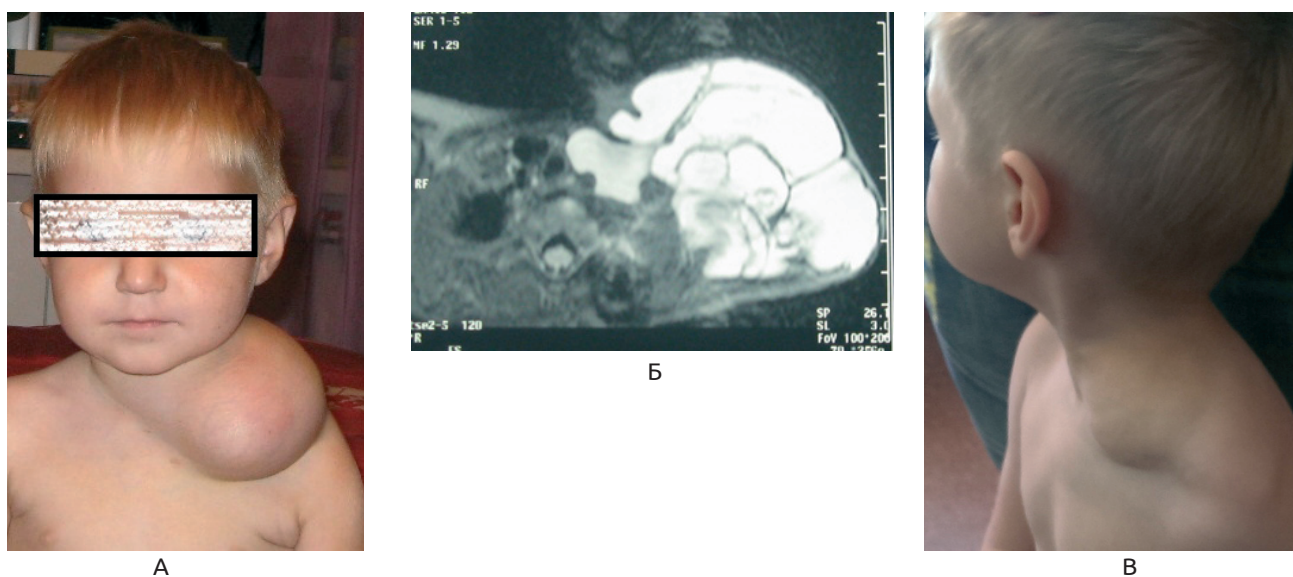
Хлопчик О., змішана кістозна ЛМ в ділянці шиї. А – фото до лікування; Б – МРТ в режимі Т2; В – фото після 6 сеансів імунотерапії ОК-432.
